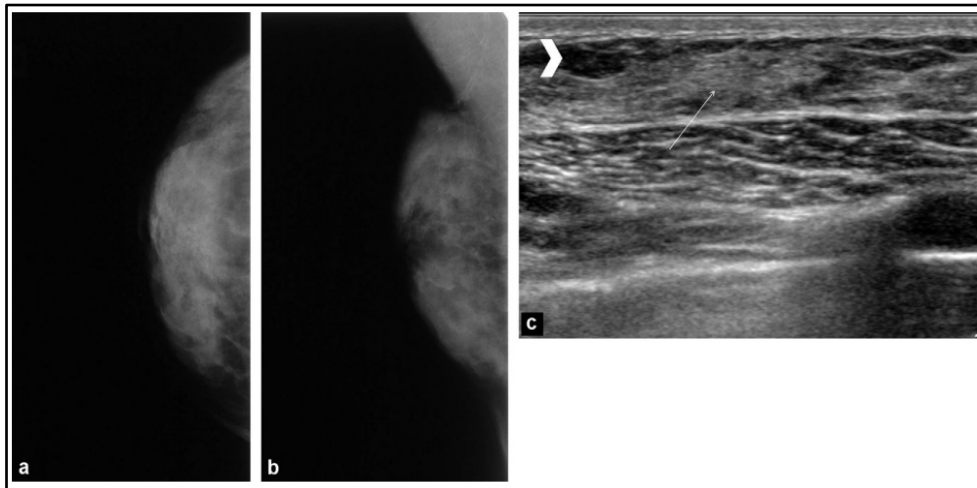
Gynécomastie de forme nodulaire. a : cliché de face du sein droit ; b : cliché oblique du sein droit ; c : échographie du sein droit : plage de glande mammaire discrètement hypoéchogène rétro-aréolaire (flèches) (119).
